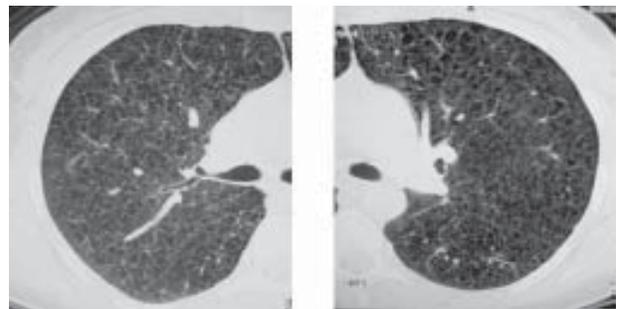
TAC de alta resolución. Lesiones quísticas, de pared fina, comprometiendo el parénquima pulmonar en forma difusa.
